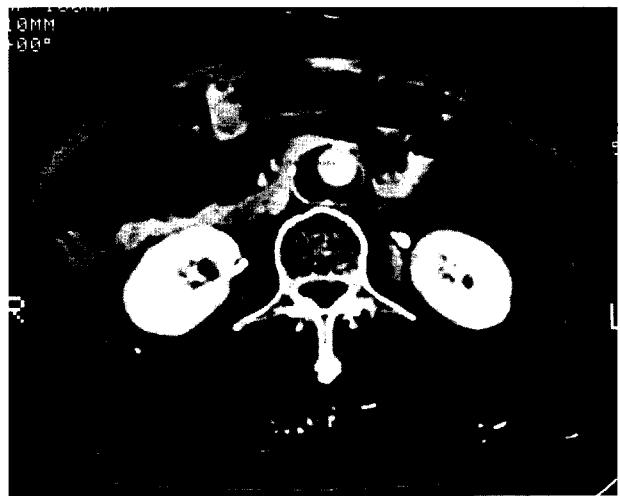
Preoperative CT scan following intravenous contrast injection demonstrates the opacified lumen of the aorta. The outside wall of the aorta is calcified. The space between the lumen and the aortic wall represents a clot in the aorta.
